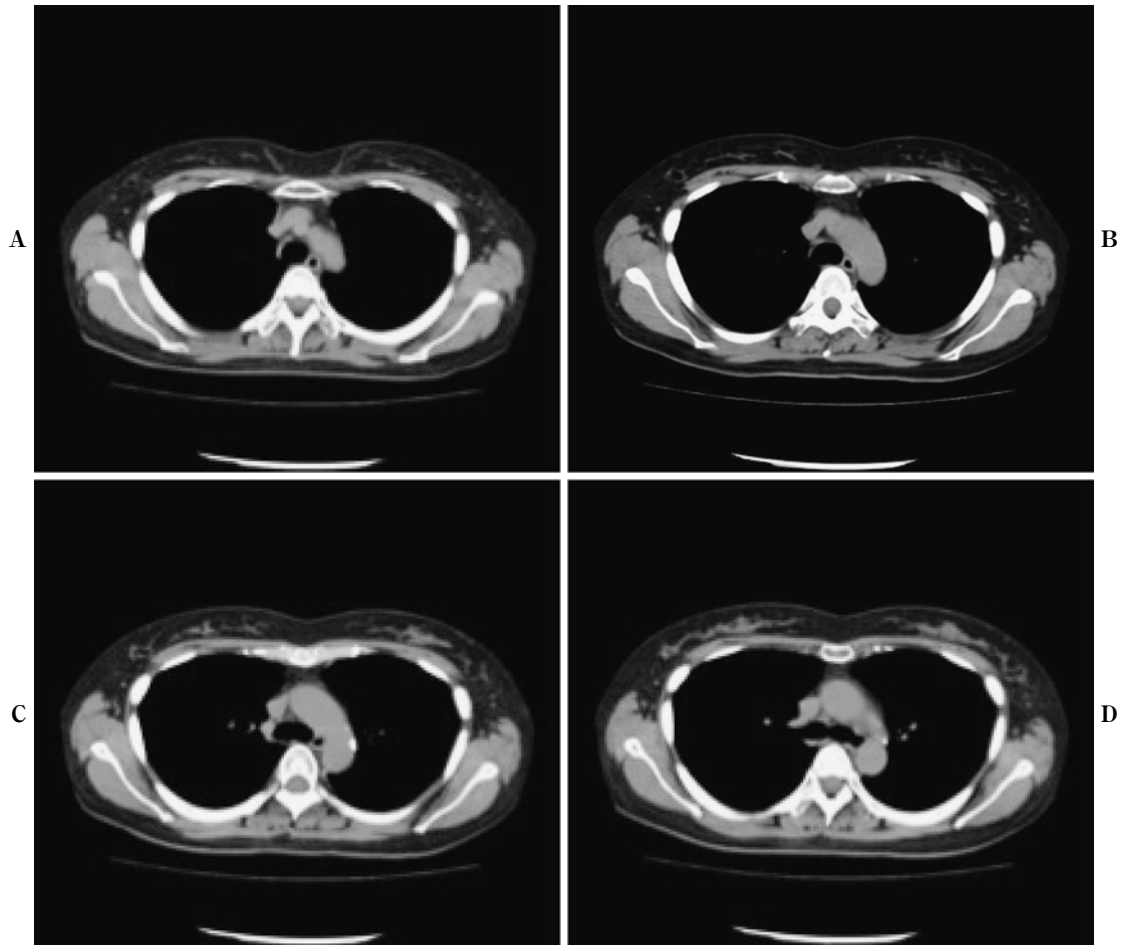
(A)-(D): A chest CT scan shows the mediastinal area of the No. 4 lymph node. There is no obvious swelling of the mediastinal lymph nodes.
